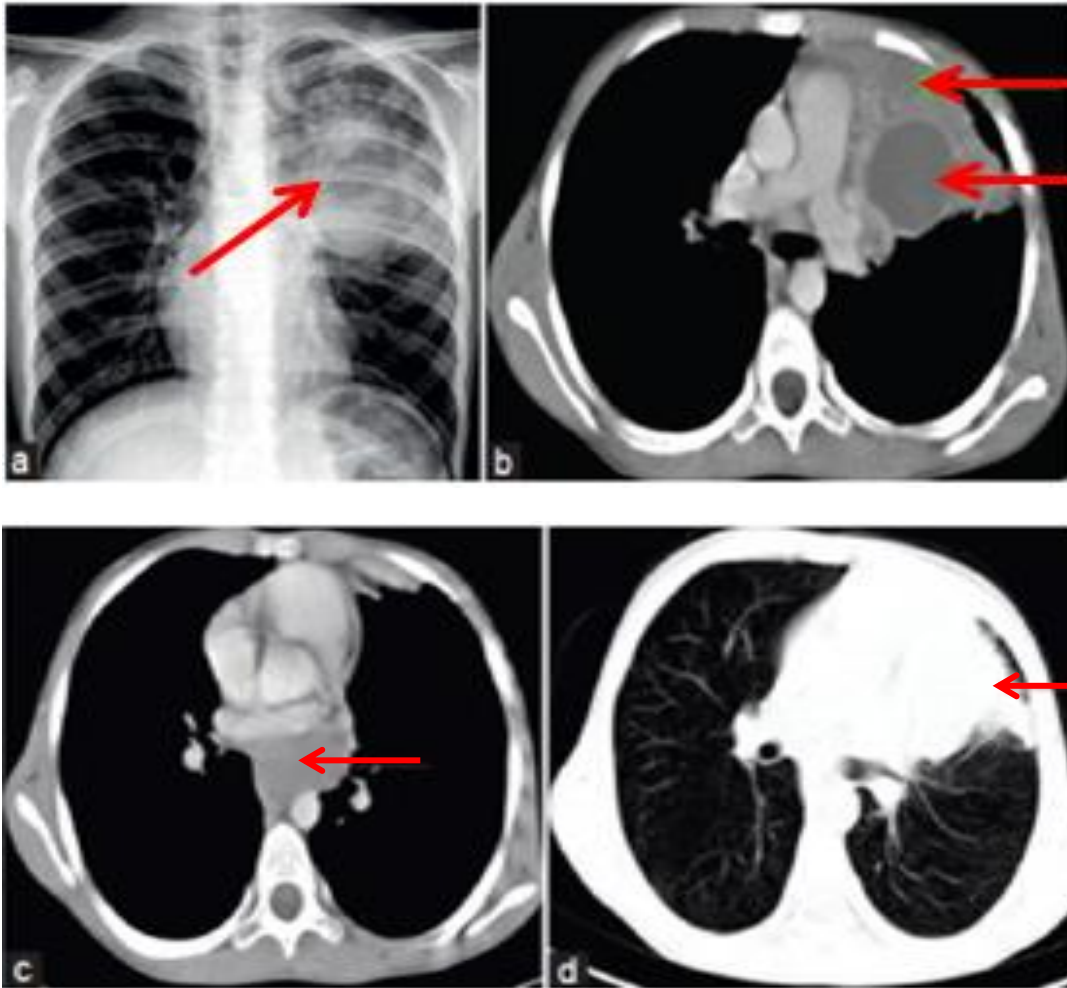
Imágenes de quíste broncogénico. La radiografía de tórax (a) nos muestra una opacidad no homogénea del lóbulo superior izquierdo, con un límite inferior mejor definido. (b) vemos en un corte axial de tórax, un quiste uniloculado (flecha roja), rodeado de gruesas paredes con contenido líquido en su interior. (c) El TC con ventana pulmonar nos muestra un quiste en el mediastino, con contenido líquido en su interior. (d) TC von ventana pulmonar donde se muestra una consolidación del lóbulo superior izquierdo. *Odev K, Ozbiner H, Pekcan S, Altinok T, Batur A, Guler I. Cystic and Cavitory Lung Lesions in Children: Radiologic Findings with Pathologic Correlation. Journal of Clinical Imaging Science* ⁽²⁴⁾
